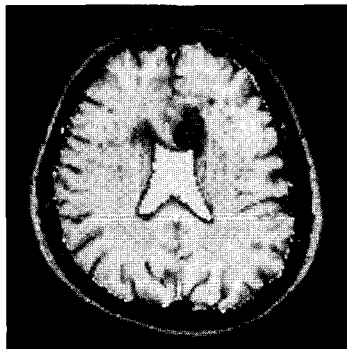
a. Hyperacute in difference image FLAIR between DWI
